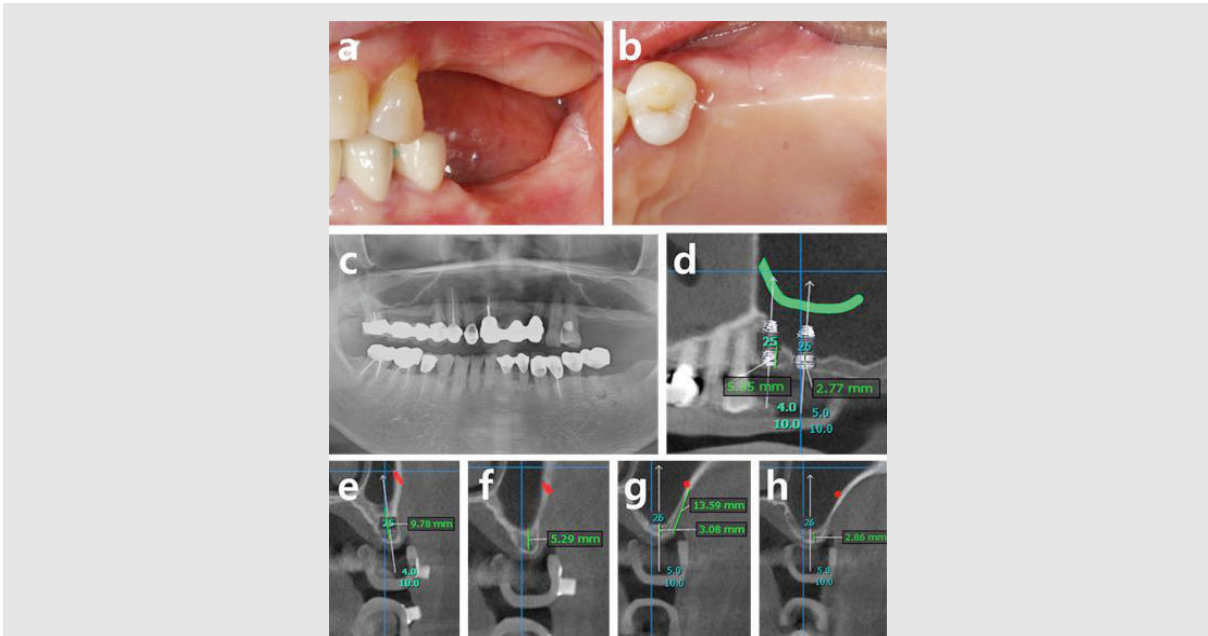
Pre-operative photographs and radiographic analysis: Case 2. (a) buccal view, (b) occlusal view, (c) panoramic view, (d) panoramic view with implant placement, (e) cross-sectional view of the middle side of upper left second premolar area, (f) cross-sectional view of the distal side of the distal side of upper left second premolar area, (g) cross-sectional view of the middle side of upper left first molar area, (h) cross-sectional view of the distal side of upper left first molar area. The location of the artery is indicated by the green line in (d), and the red dots in (e-h).
